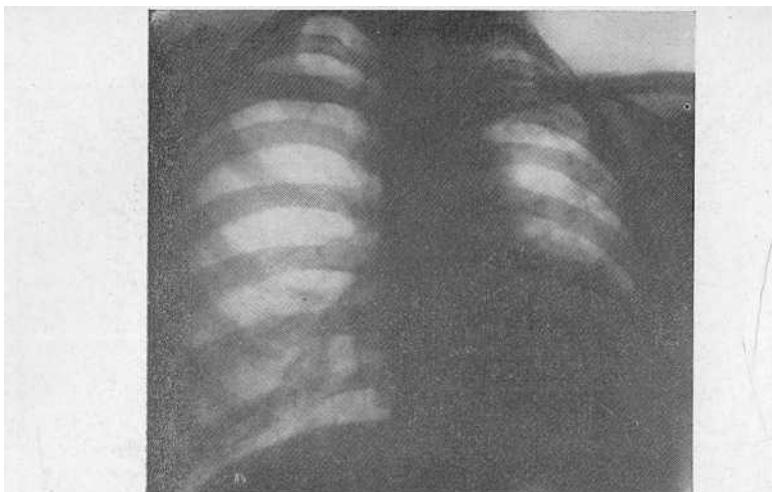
Рентгенограмма больной Г. Левое легкое уменьшено в объеме, неравномерно затемнено. Левый купол диафрагмы высоко расположен. Трахея, сердце и крупные сосуды смешены влево.
